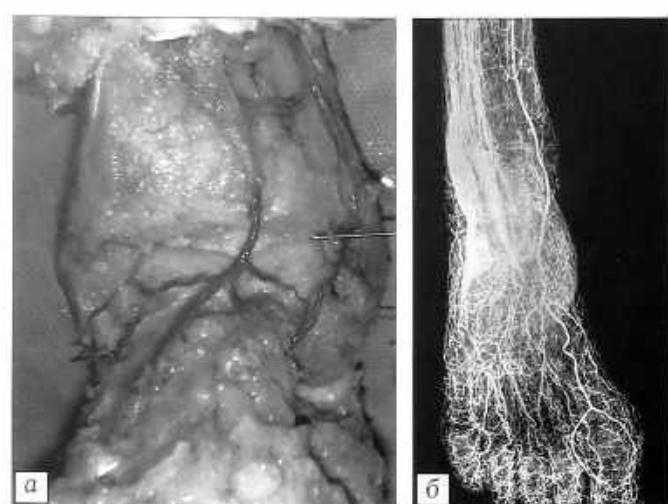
Внешний вид анатомического препарата с инъцированным артериальным сосудистым руслом (а) и рентгенограмма той же области (б).
